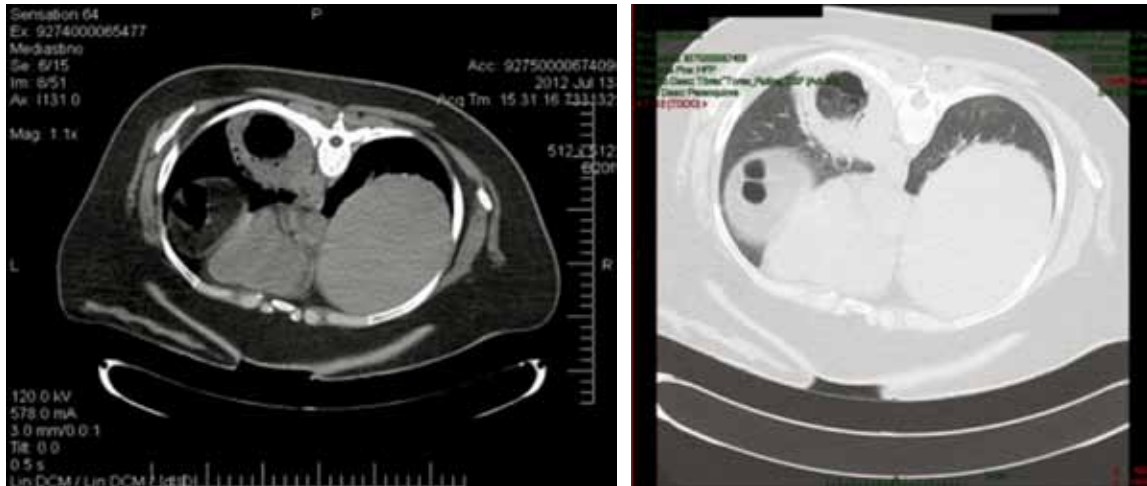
TAC, drenaje percutáneo de absceso pulmonar izquierdo.
